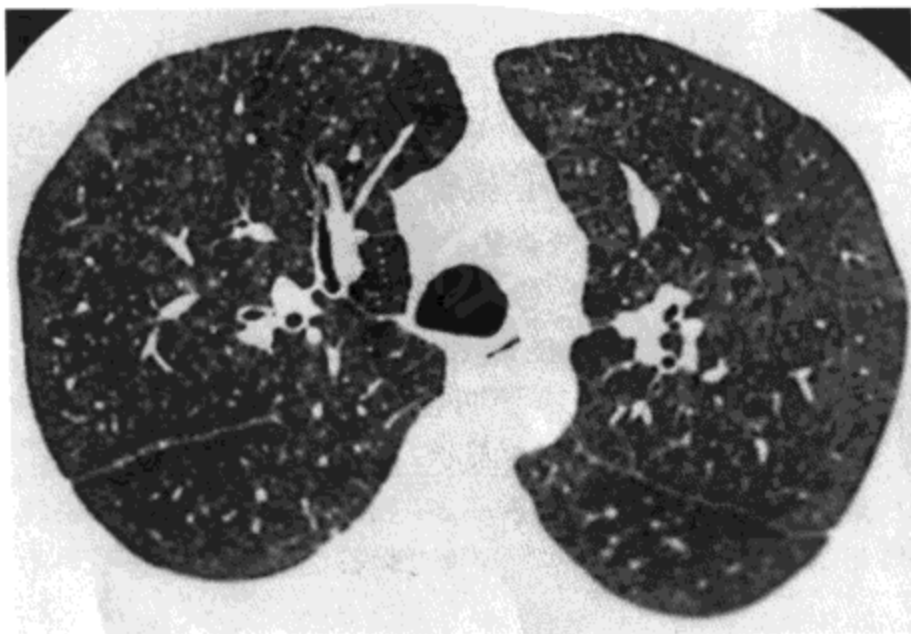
弥漫性间质性淀粉样变性。高分辨率 CT 影像 (1.5mm 层厚) 示大量小结节与局限性磨砂玻璃样密度区。病人男, 41 岁。
